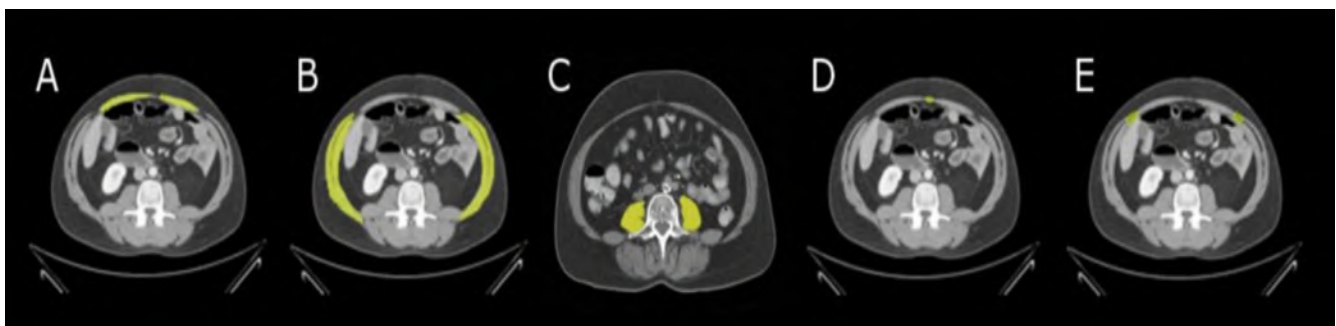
Anatomía de la pared abdominal en tomografía simple de abdomen
